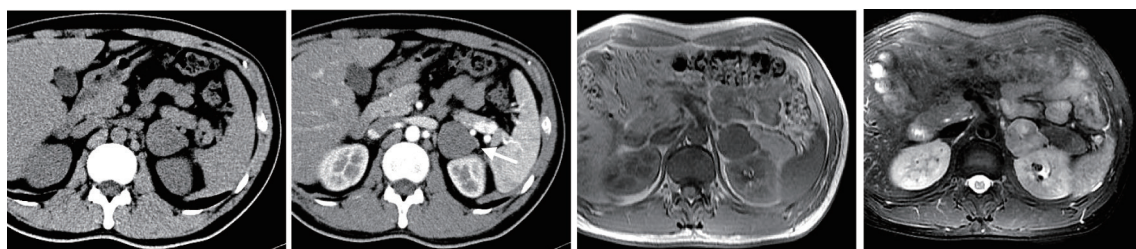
1例35岁男性患者左肾上腺神经鞘瘤CT诊断图像
